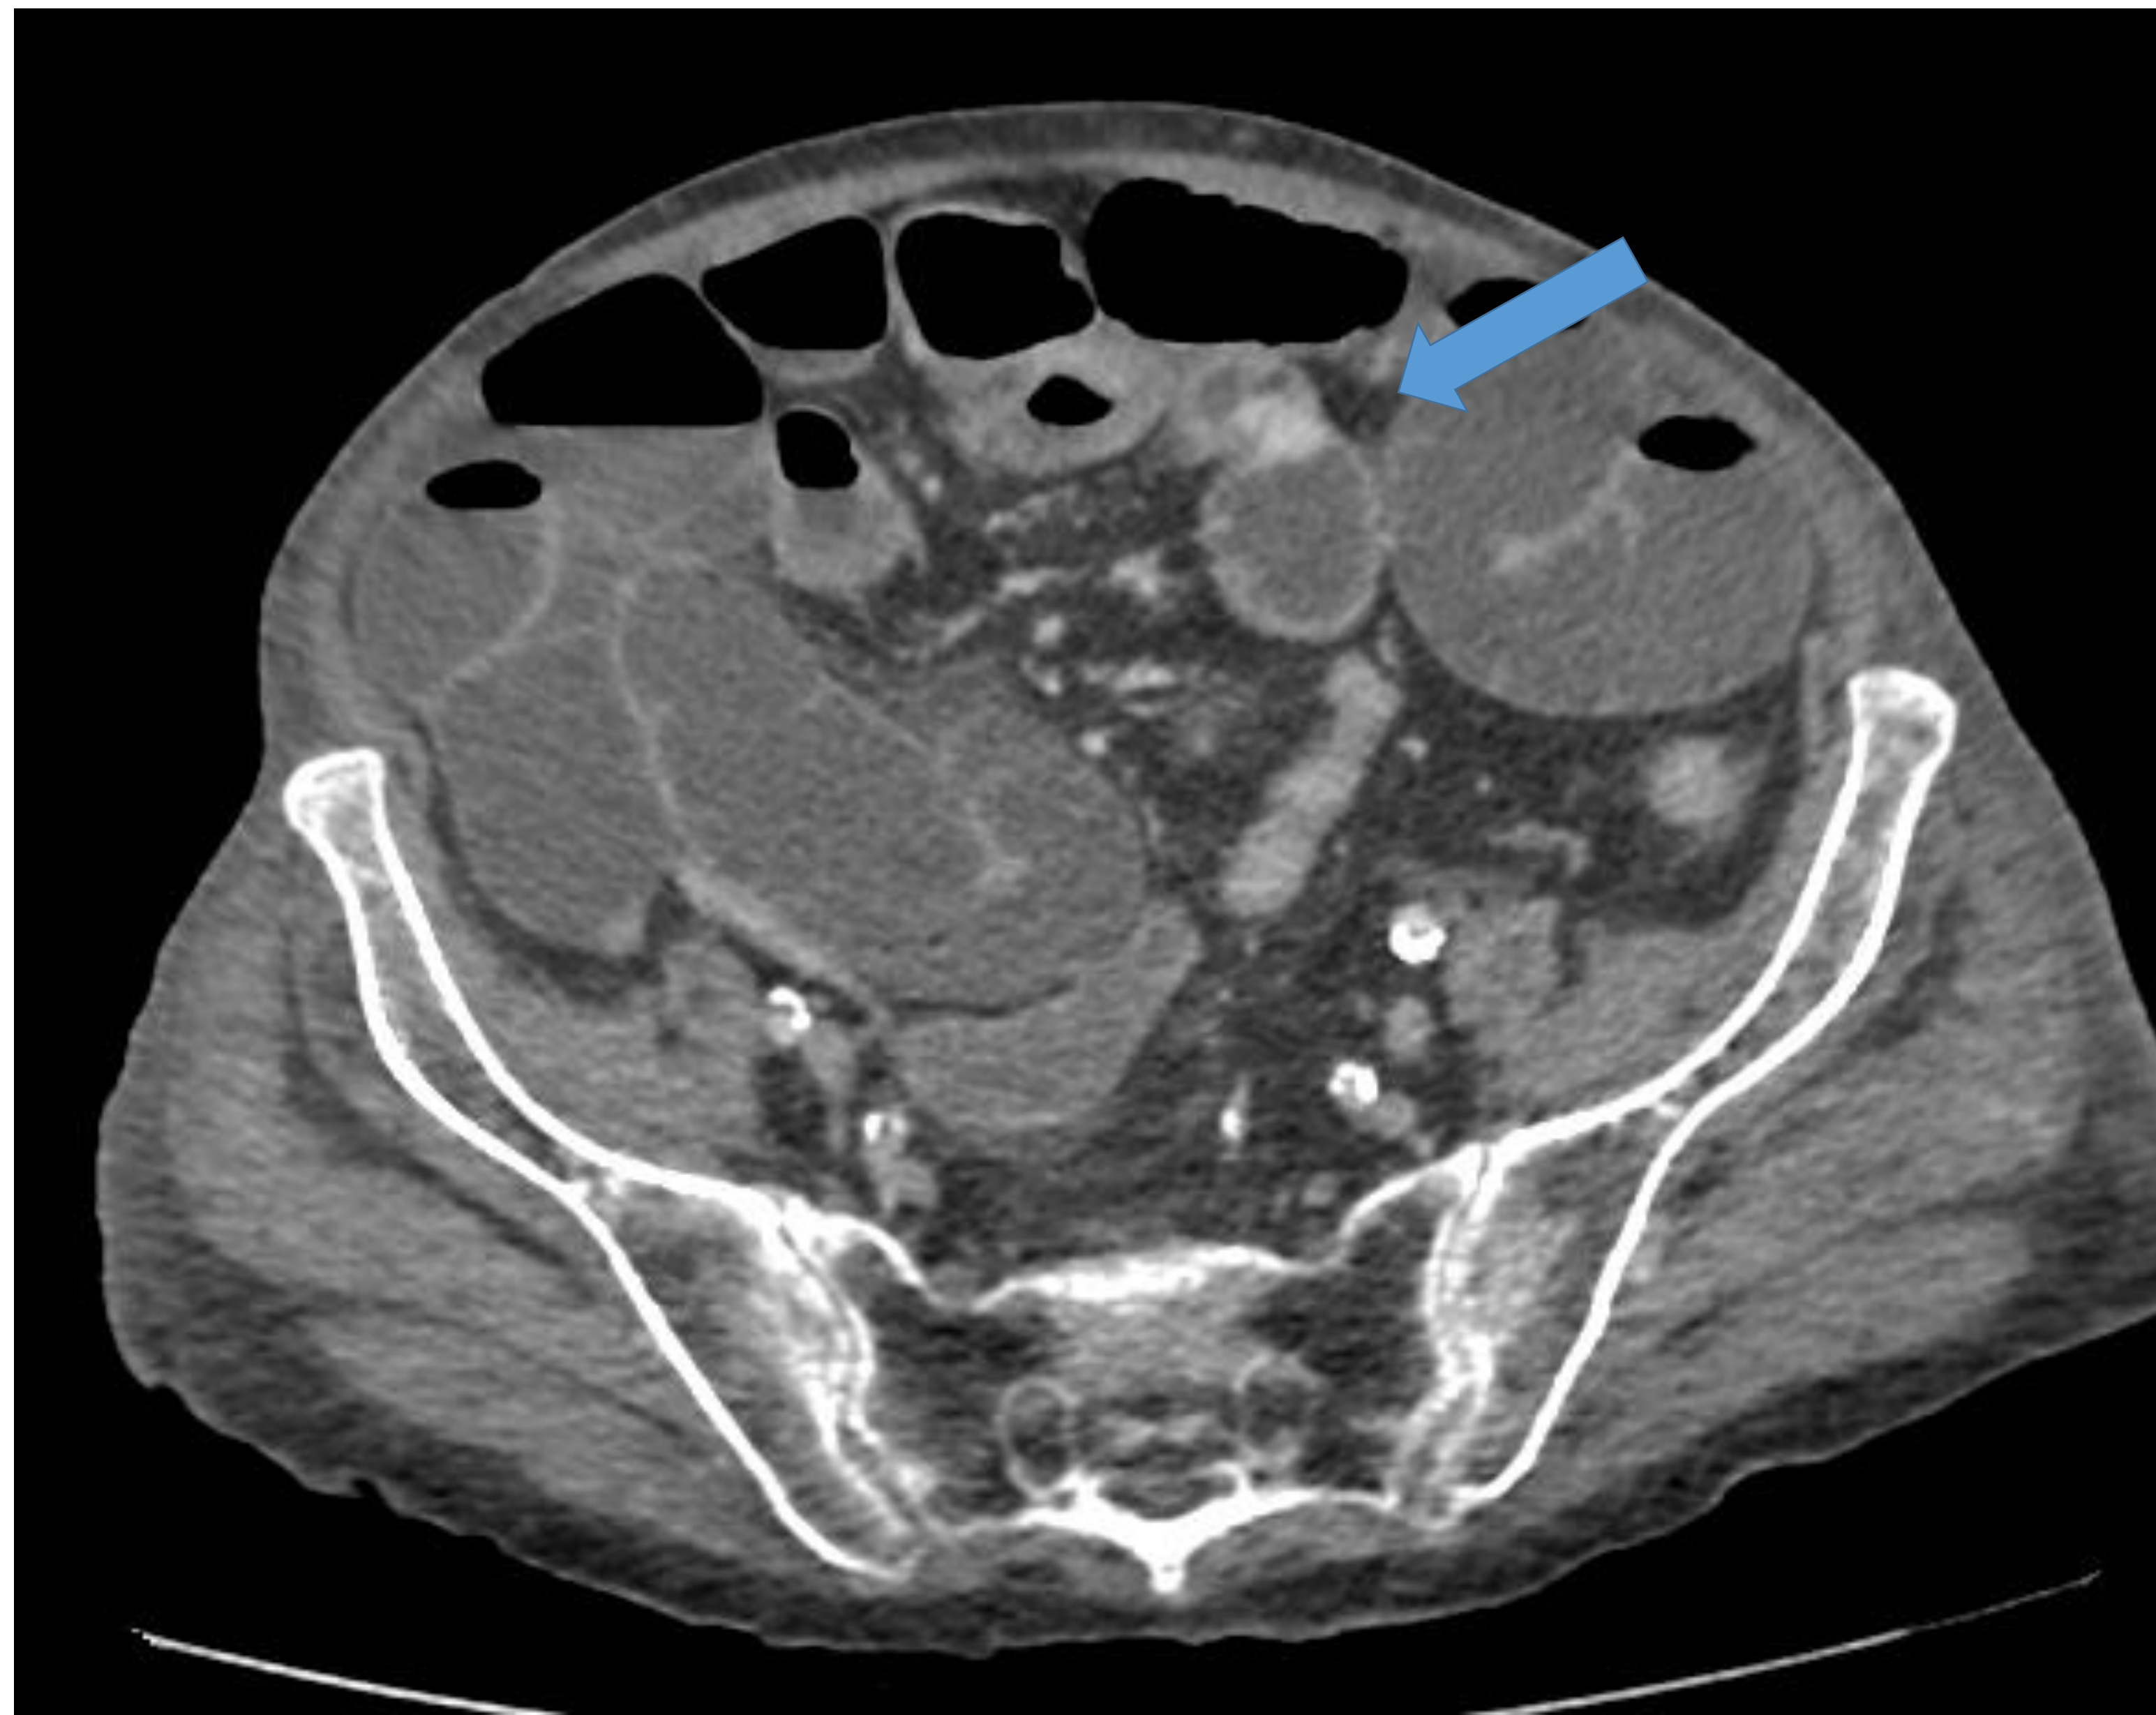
TC axial y coronal en fase arterial: pólipos múltiples ileales en pared y otros en meso adyacente (flecha azul). Nódulos hipercaptantes en mesenterio: adenopatías (flecha roja)
